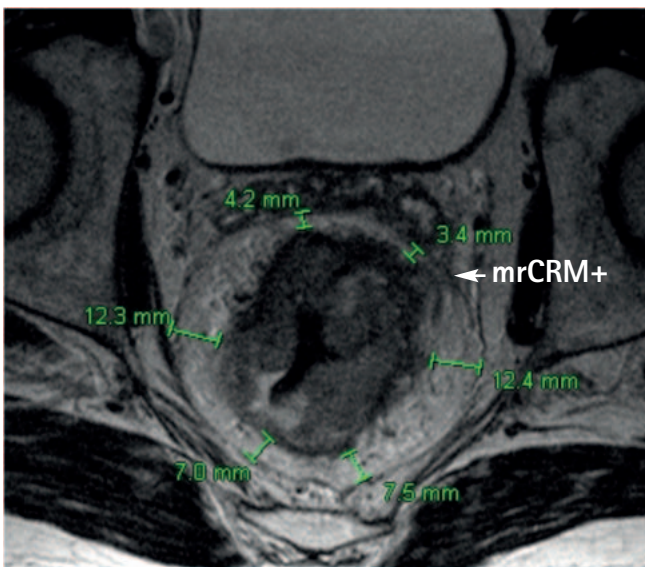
Kernspintomographie des Beckens eines Patienten mit Rektumkarzinom. Die Abstände des Tumors von der Grenzlamelle, das heißt dem zukünftigen zirkumferenziellen Resektionsrand sind eingezeichnet. An einer Stelle erreicht der Tumor die Grenzlamelle und ist somit CRM-positiv. Hier ist auch bei einer optimalen chirurgischen Resektion davon auszugehen, dass der Tumor bei der pathologischen Aufarbeitung CRM-positiv wird. Folglich sollte hier unbedingt eine neoadjuvante Radiochemotherapie erfolgen.
